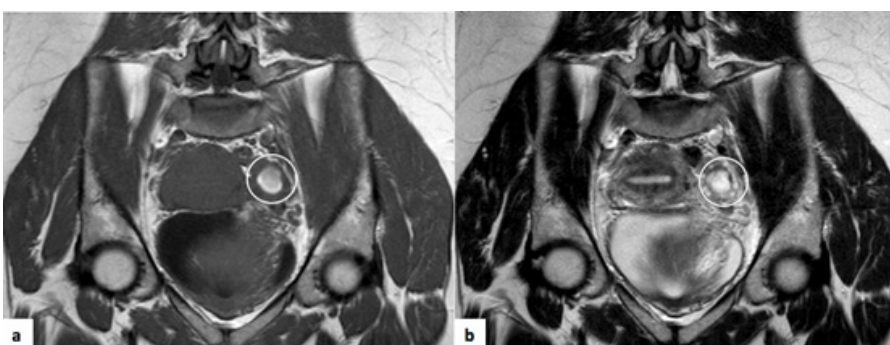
Quisto hemorrágico. RM pélvica de mulher de 33 anos. (a) Sequência coronal T1, onde é possível observar lesão anexial esquerda com hipersinal espontâneo (círculo). (b) Sequência coronal T2 onde esta lesão evidencia também hipersinal. Este é o comportamento mais típico dos quistos hemorrágicos em RM.
